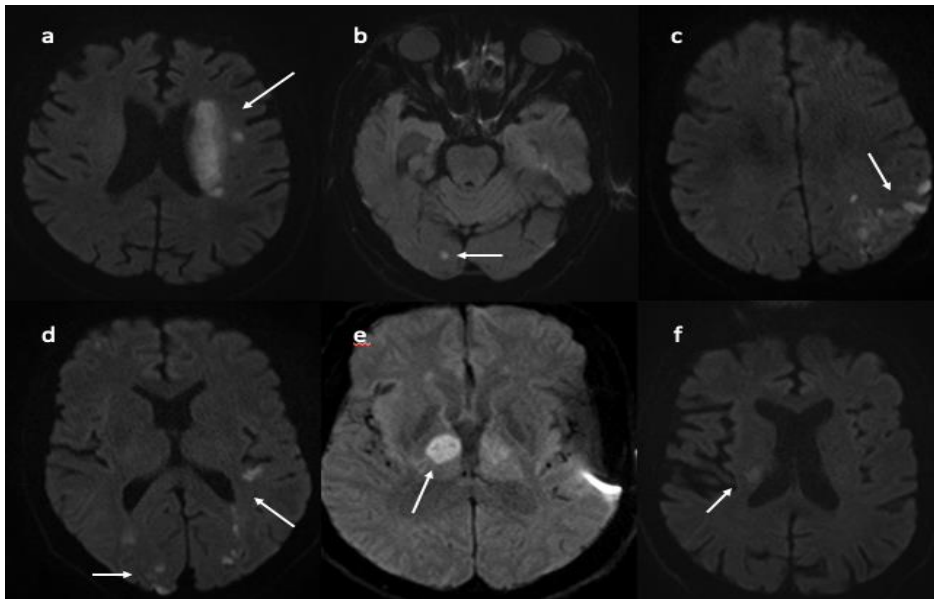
Axiale DWI-Sequenzen mit multiplen lakunären embolischen Infarkten cortical und subcortical gelegen (c,d), infratentorieller embolischer Läsion rechts (b), lakunärem Perforator-Infarkt rechts (f), Perforator-Teilinfarkten (a,e)
